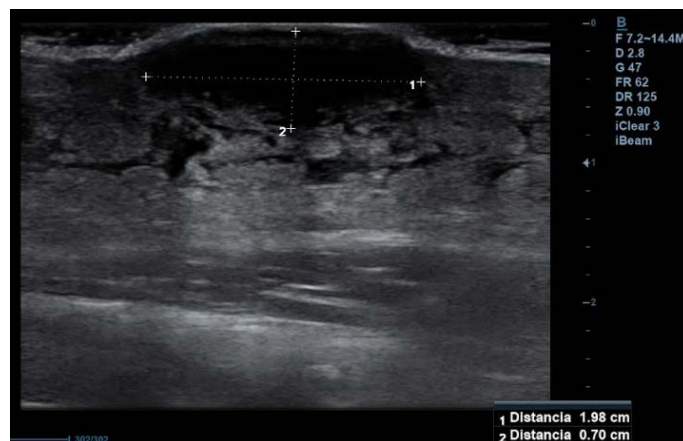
Ecografía de partes blandas de la lesión. Lesión hipoeicoica de 1,98 x 0,7 sin restos de detritus
